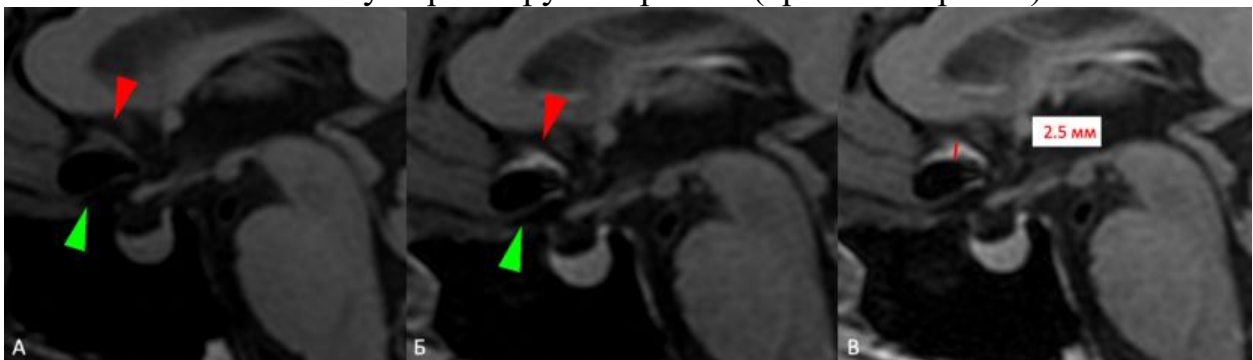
Аневризма передней соединительной артерии у мужчины 60 лет. МРТ: T1 CUBE в сагиттальной плоскости до (А) и после (Б, В) внутривенного введения контрастного препарата. Определяется 3-й тип контрастирования – локальное толстослойное контрастирование аневризмы в верхних отделах (красная стрелка) и отсутствие контрастирования в нижних отделах (зеленая стрелка)
